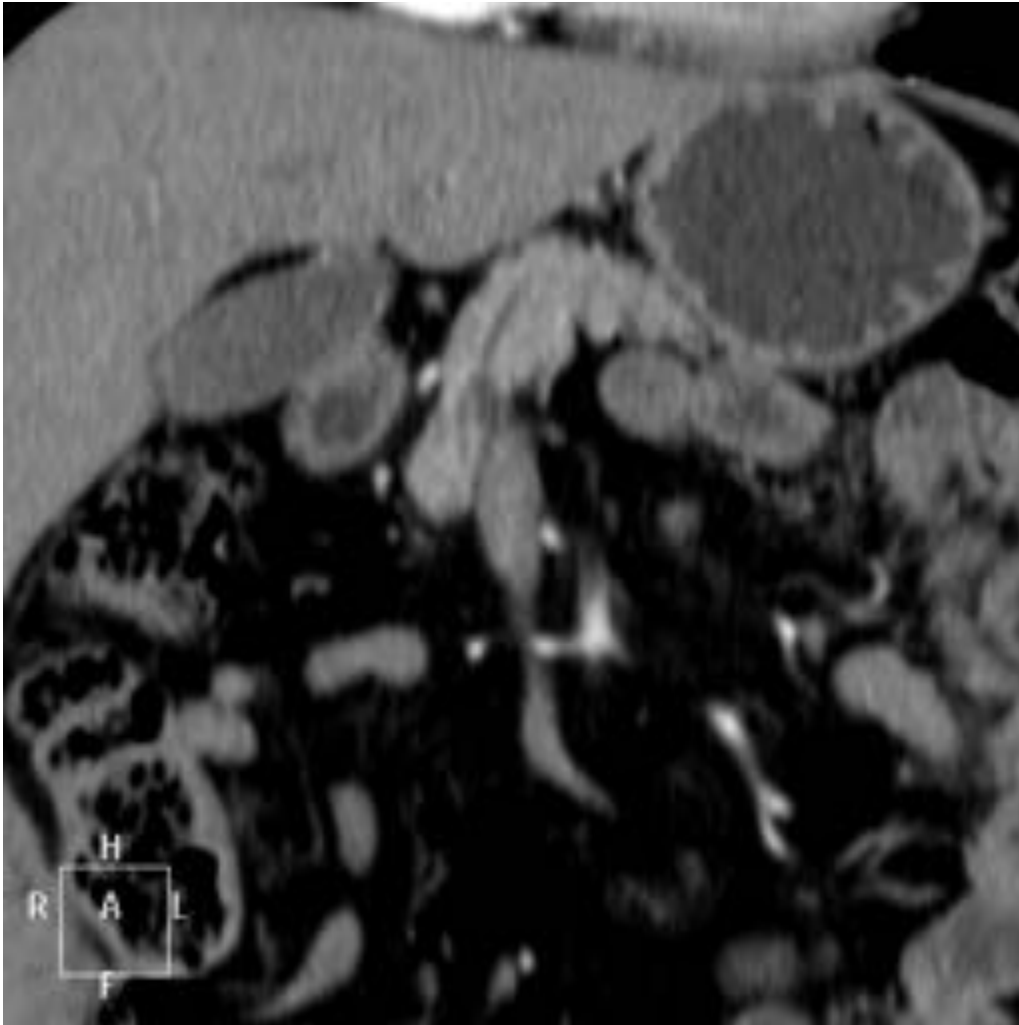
TC con contraste IV en fase venosa. Reconstrucción coronal. Dilatación quística segmentaria en el parénquima pancreático, alrededor del Wirsung. Se aprecia comunicación con el mismo. Atrofia parenquimatosa.
